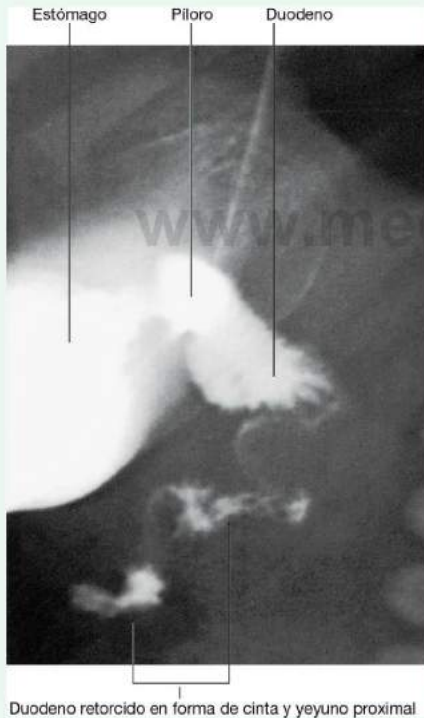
Malrotación de intestino delgado y vólvulo. Radiografía con bario de estómago, duodeno y yeyuno superior.
